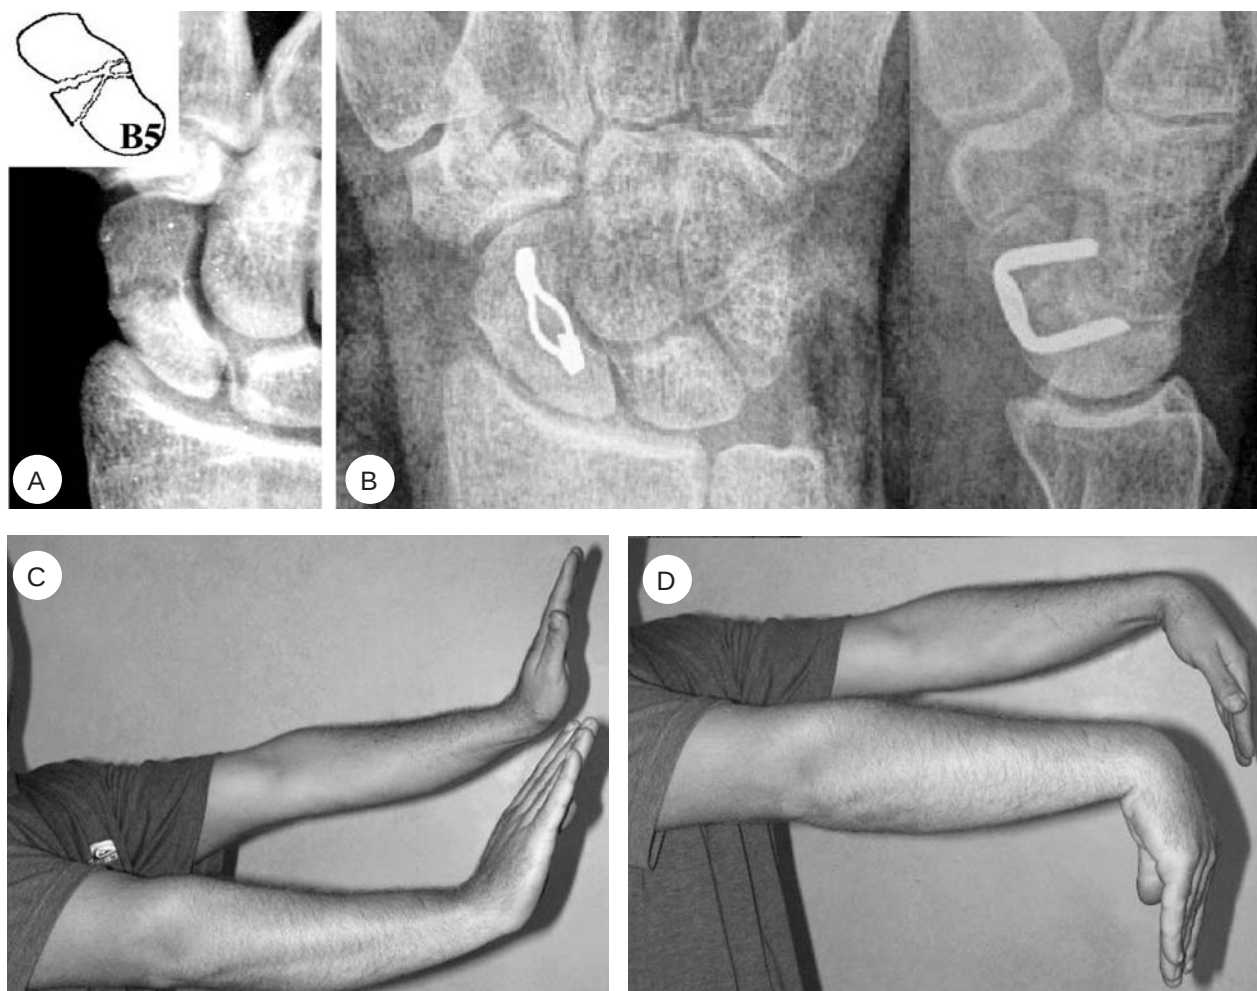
Caso di frattura comminuta (A). Il risultato radiografico a due mesi (B). Il controllo clinico a tre mesi (C-D).
